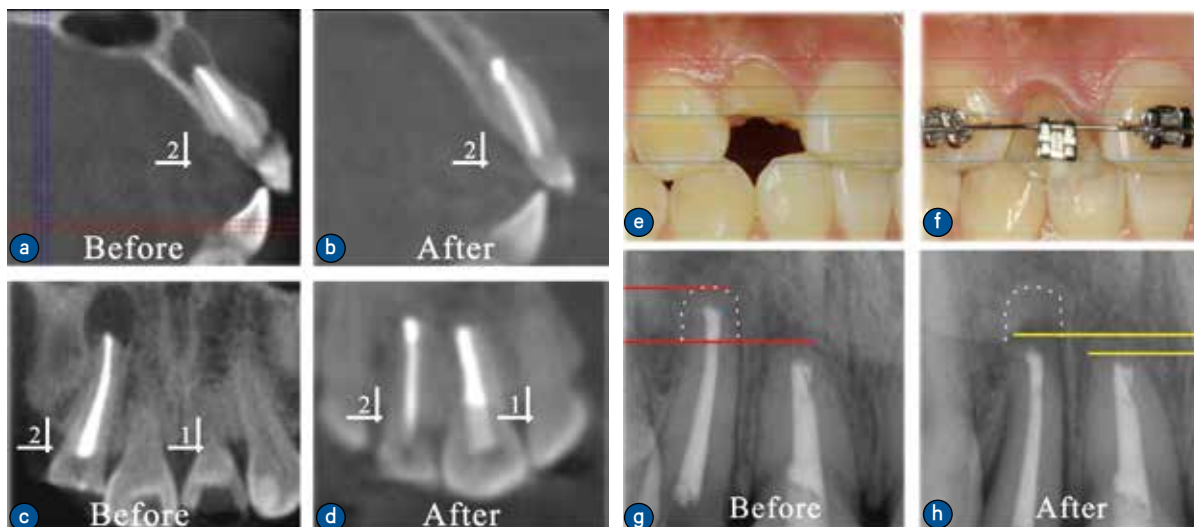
根尖手术前后根尖病变对CBCT比及正畸牵引前后冠根相对位置对比
